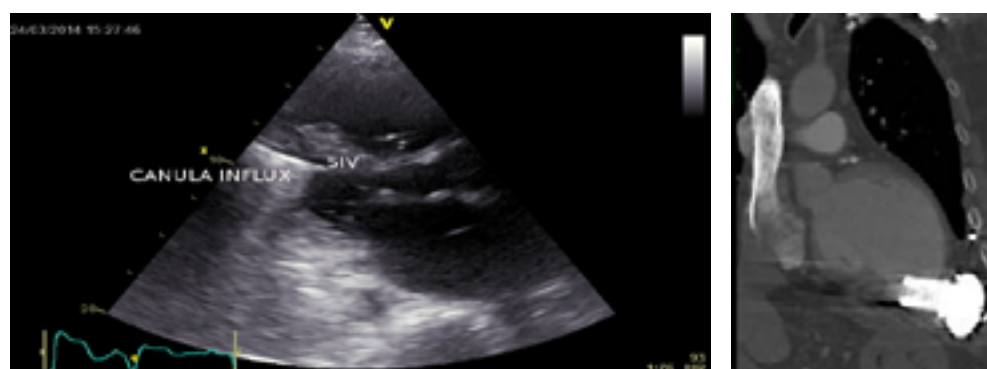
A. Imagine parasternal ax lung cu fenomen de aspirație a septului interventricular (SIV) de către canula de influx LVAD. B. Imagine CT a altui pacient la care canula a fost implantată suboptimal, suferind fenomene de aspirație la nivelul peretelui inferolateral dependente de respirație.
